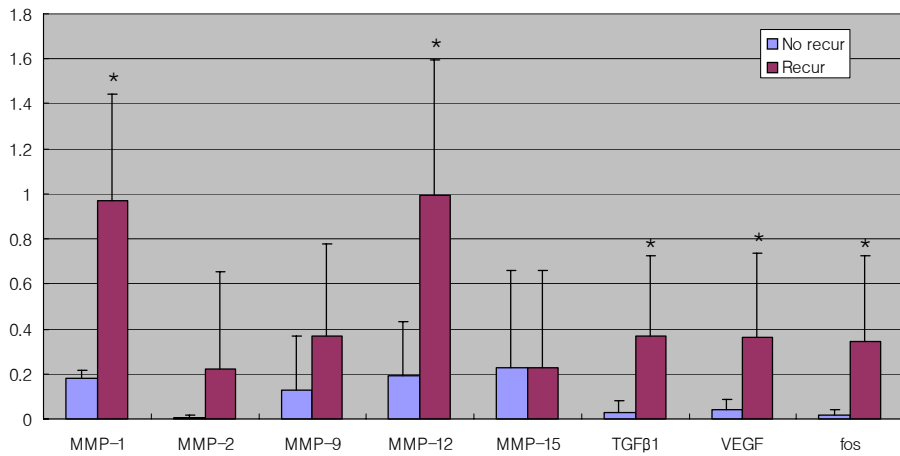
Results of real-time RT PCR. The transcripts of MMP-1, 12, TGFβ1, VEGF and fos were significantly overexpressed in recurred samples than in the nonrecurred samples. The expression of MMP-2, 9, and 15 were overexpressed, but not statistical significant. Columns and bars represent mean and SD of $2^{-\Delta\Delta CT}$, respectively. * $p < 0.05$
